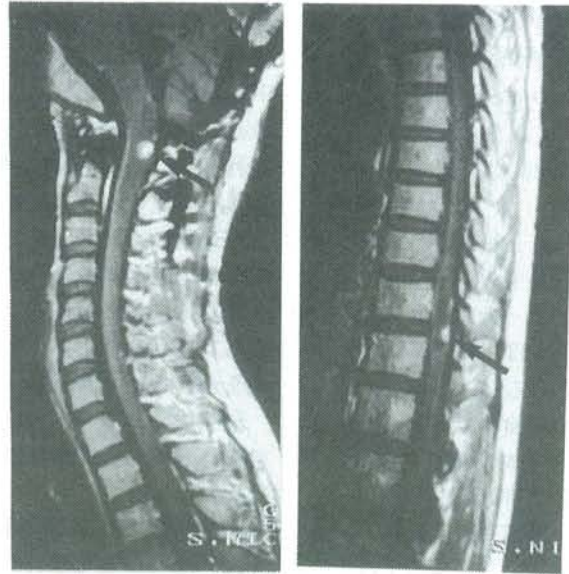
症例4、1995年時の頸髄、胸髄のGd-MRI
